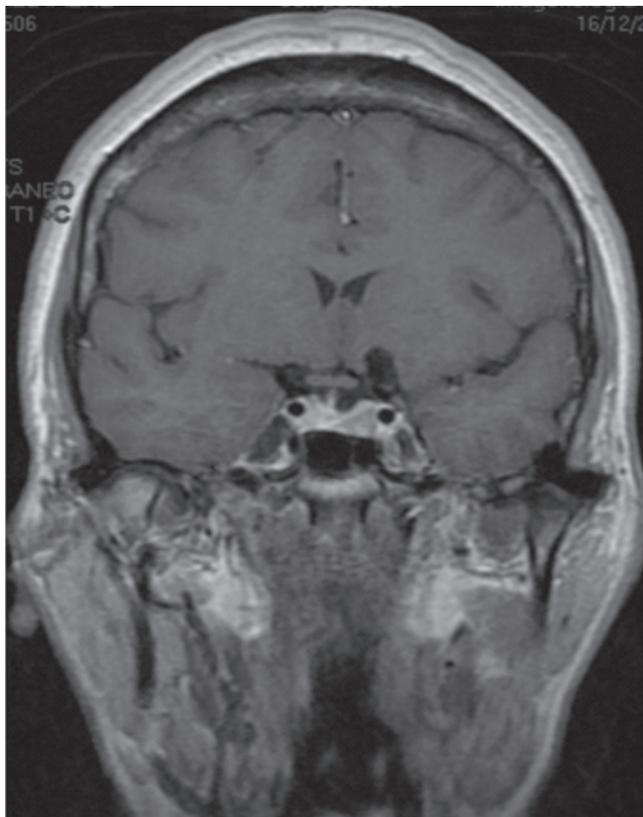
RM craneo con gadolinio corte coronal se observan imagen sacular extraxial con ausencia de señal en relación con arteria carótida interna izquierda.
